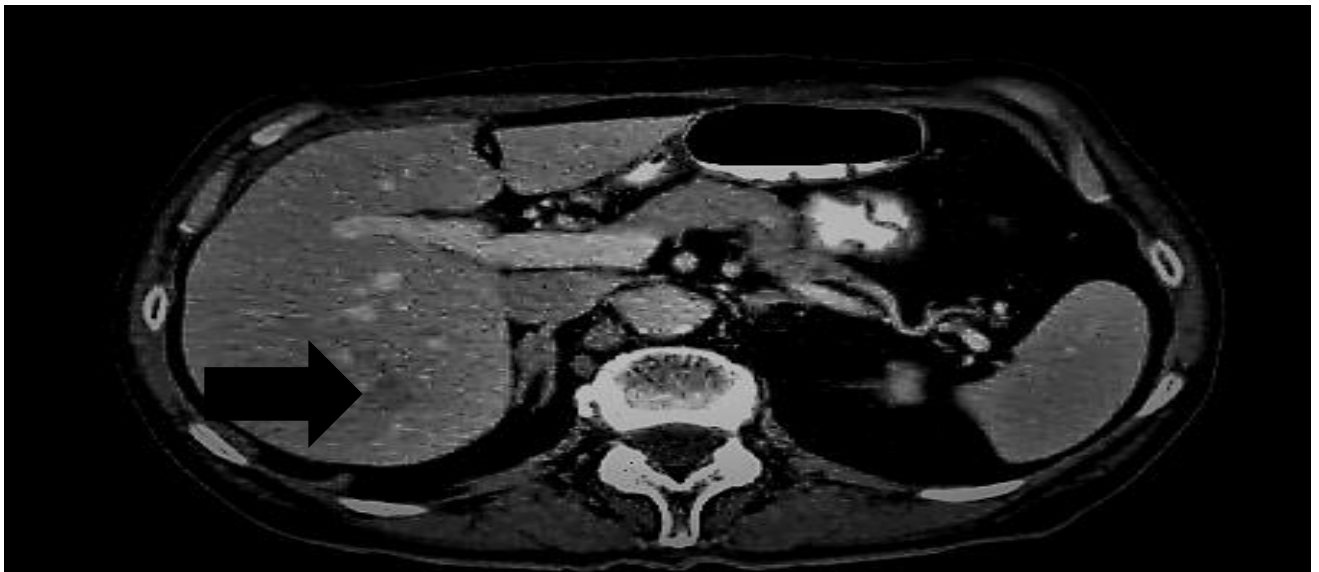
Фотография компьютерной томограммы: метастаз в 7 сегмент печени (стрелкой указан метастатический очаг). Пациент Л., А/К 5804-17
